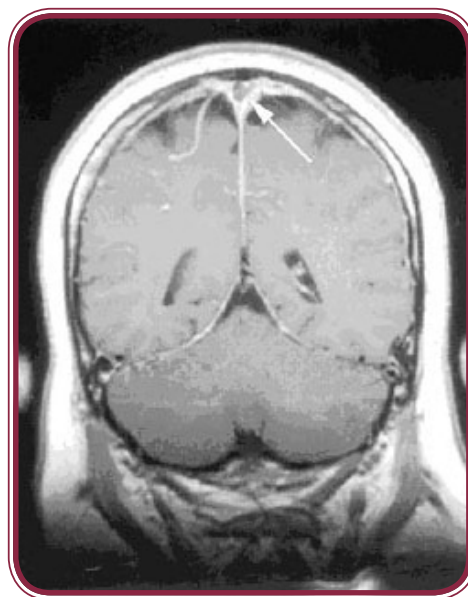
RM en secuencia T1 con gadolinio. Se aprecia el defecto de llenado (flechas) del seno sagital superior trombosado. El realce de las paredes del seno se debe al desarrollo de colaterales y canales venosos y a la hiperemia de la dura madre.
